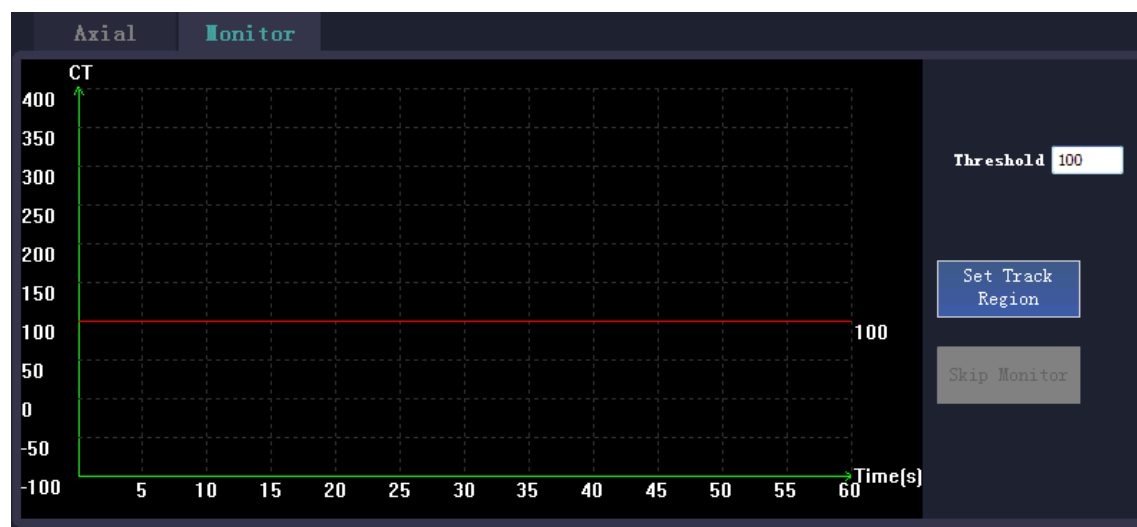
Предельные значения КТ
